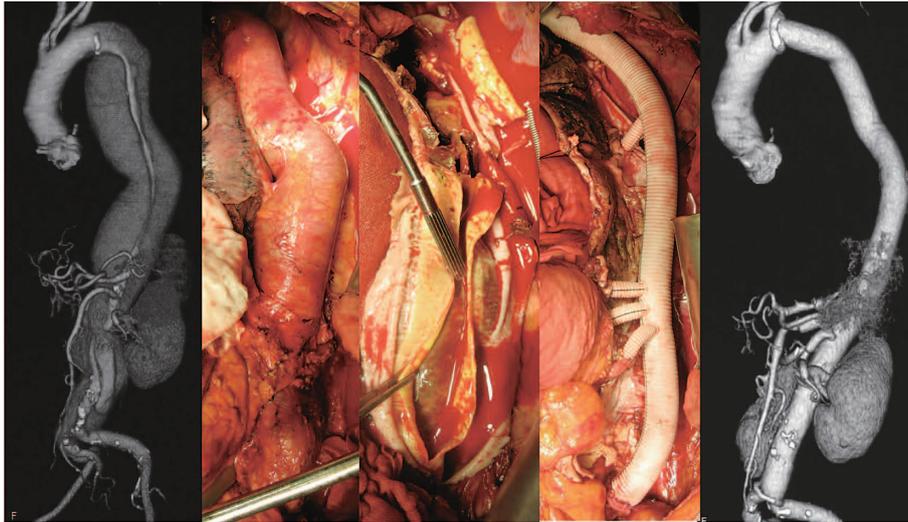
広範囲胸腹部大動脈置換術前後のCTと術中所見
